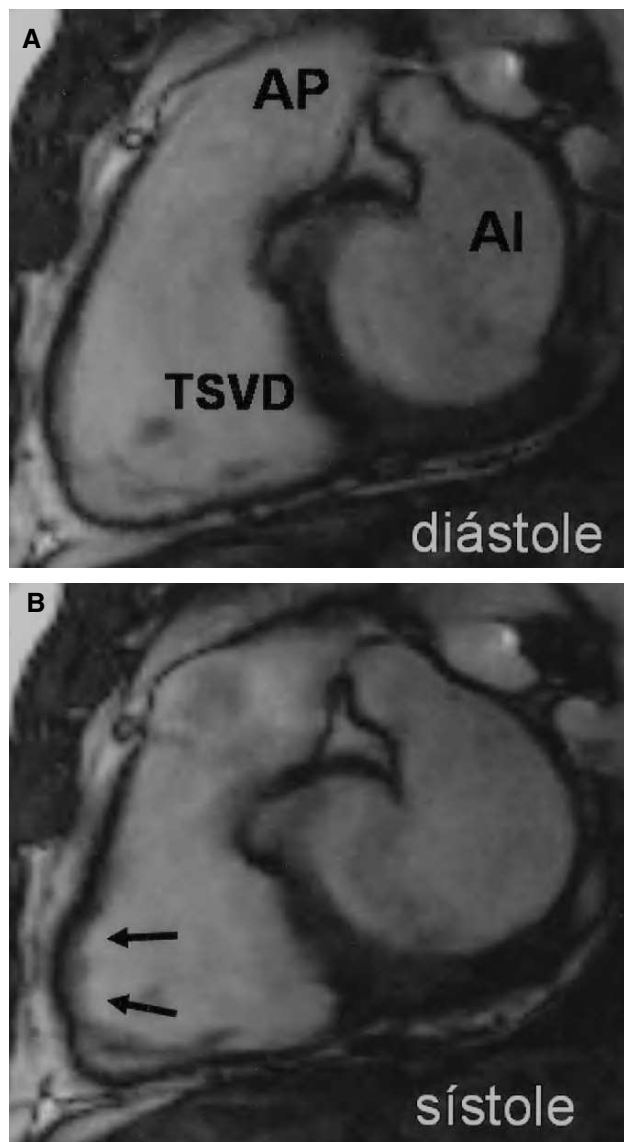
Imágenes diastólica (A) y sistólica (B) correspondientes a una secuencia de cine-RM (B-FFE) orientada sobre un plano longitudinal vertical del infundíbulo ventricular derecho. Las imágenes obtenidas permiten analizar con detalle las alteraciones de la contractilidad a este nivel, como en este caso en el que se aprecia una afectación segmentaria con una zona claramente discínética (flechas). AI: aurícula izquierda; AP: arteria pulmonar; TSVD: tracto de salida del ventrículo derecho.
